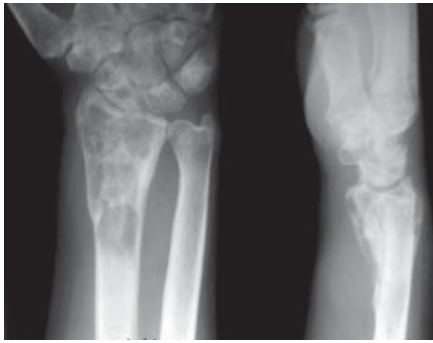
Preoperative X-Ray of the patient
